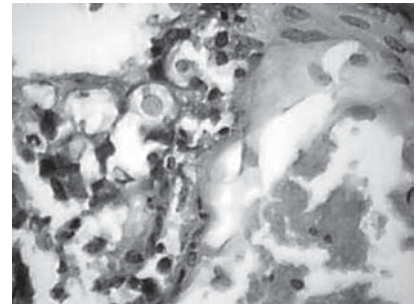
Інфільтрація КТ межальвеолярної перегородки
